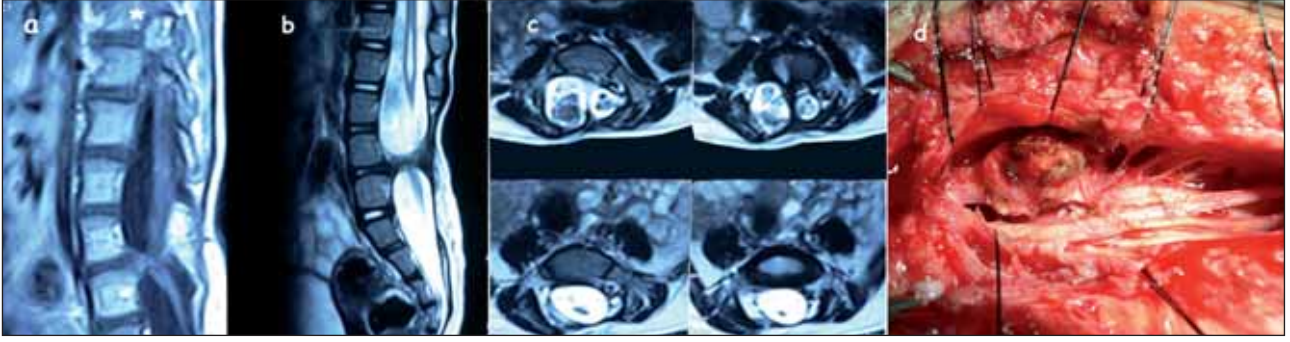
Olgu 4'ün sırasıyla koronal ve sağıtal planda T2 ağırlıklı MRG kesitlerinde ">", "<" ile işaretlenen SKM neden olan hipointens kemik spurlar ve "*" ile işaretlenen matür teratomu (a,b) görülmektedir.
